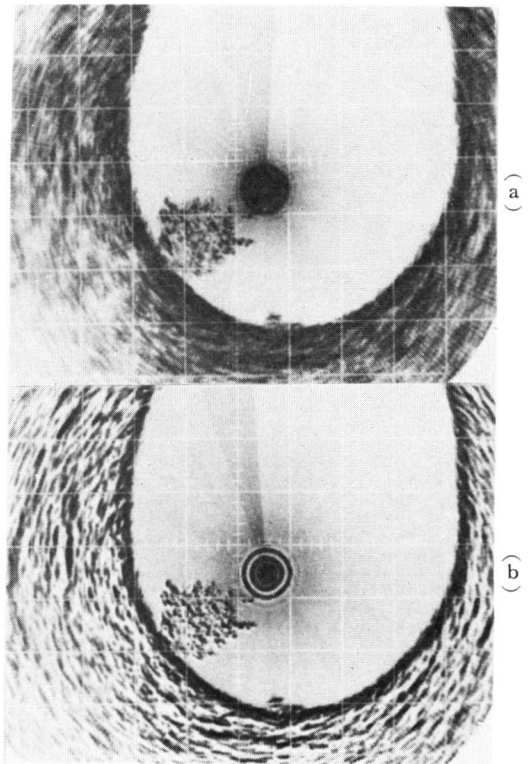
A. 有茎性非浸潤性腫瘍の超音波断面層像
